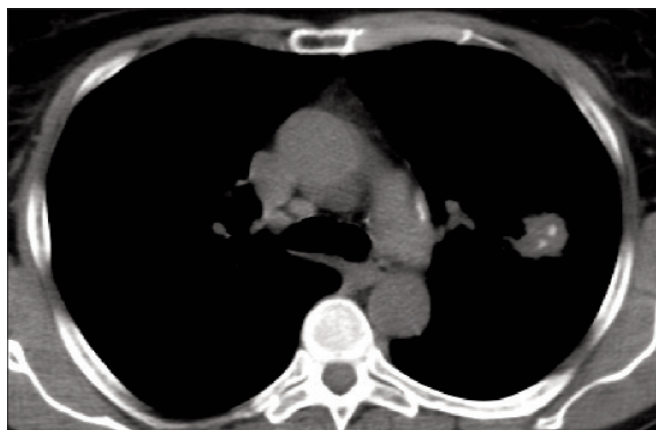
CT torace fereastră de mediastin: nodul pulmonar solitar lob superior stâng, 3 cm, prezente calcificări fără pattern benign. Intervenția chirurgicală: lobectomie superioară stângă și limfadenectomie mediastinală. Histopatologic: adenocarcinom bronhopulmonar slab diferențiat cu invazia pleurei viscereale și metastaze în ganglionii mediastinali, pT2N2M0 – stadiul 3A
